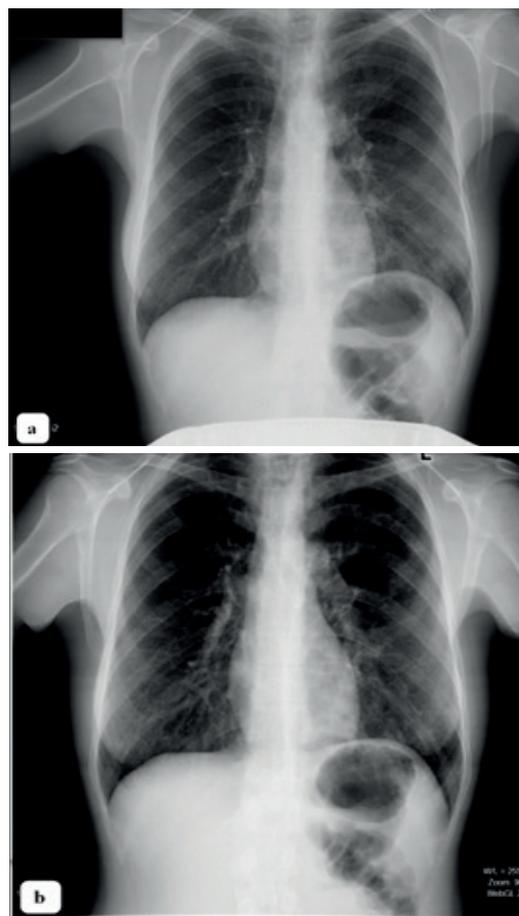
Рентгенография органов грудной клетки (2018 г.): а – до курса антибиотикотерапии, б – после курса антибиотикотерапии
